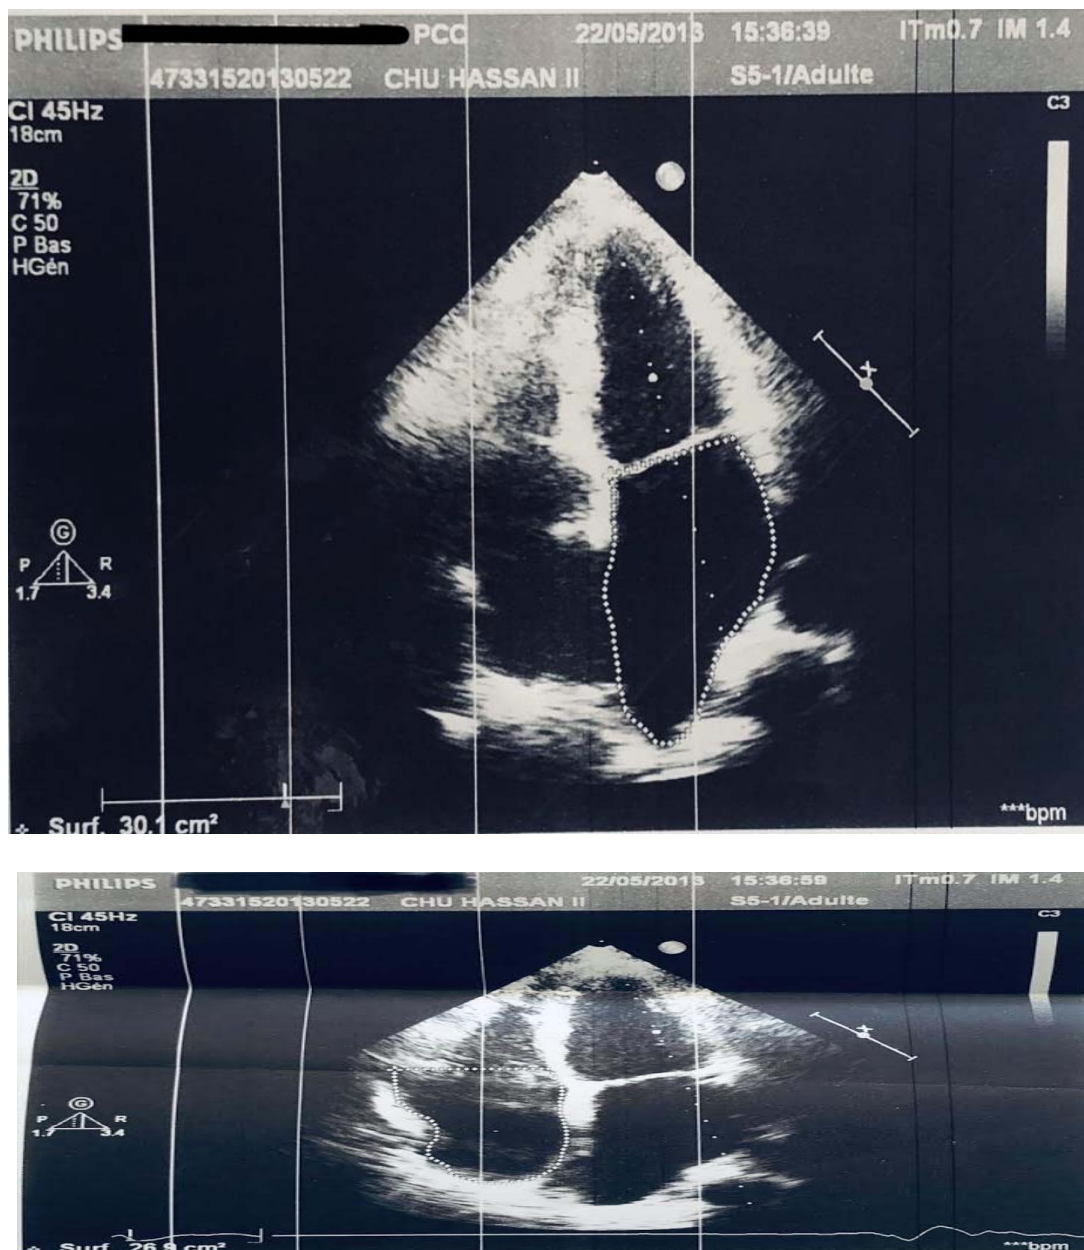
Incidence échographique montrant une dilatation bi-auriculaire
